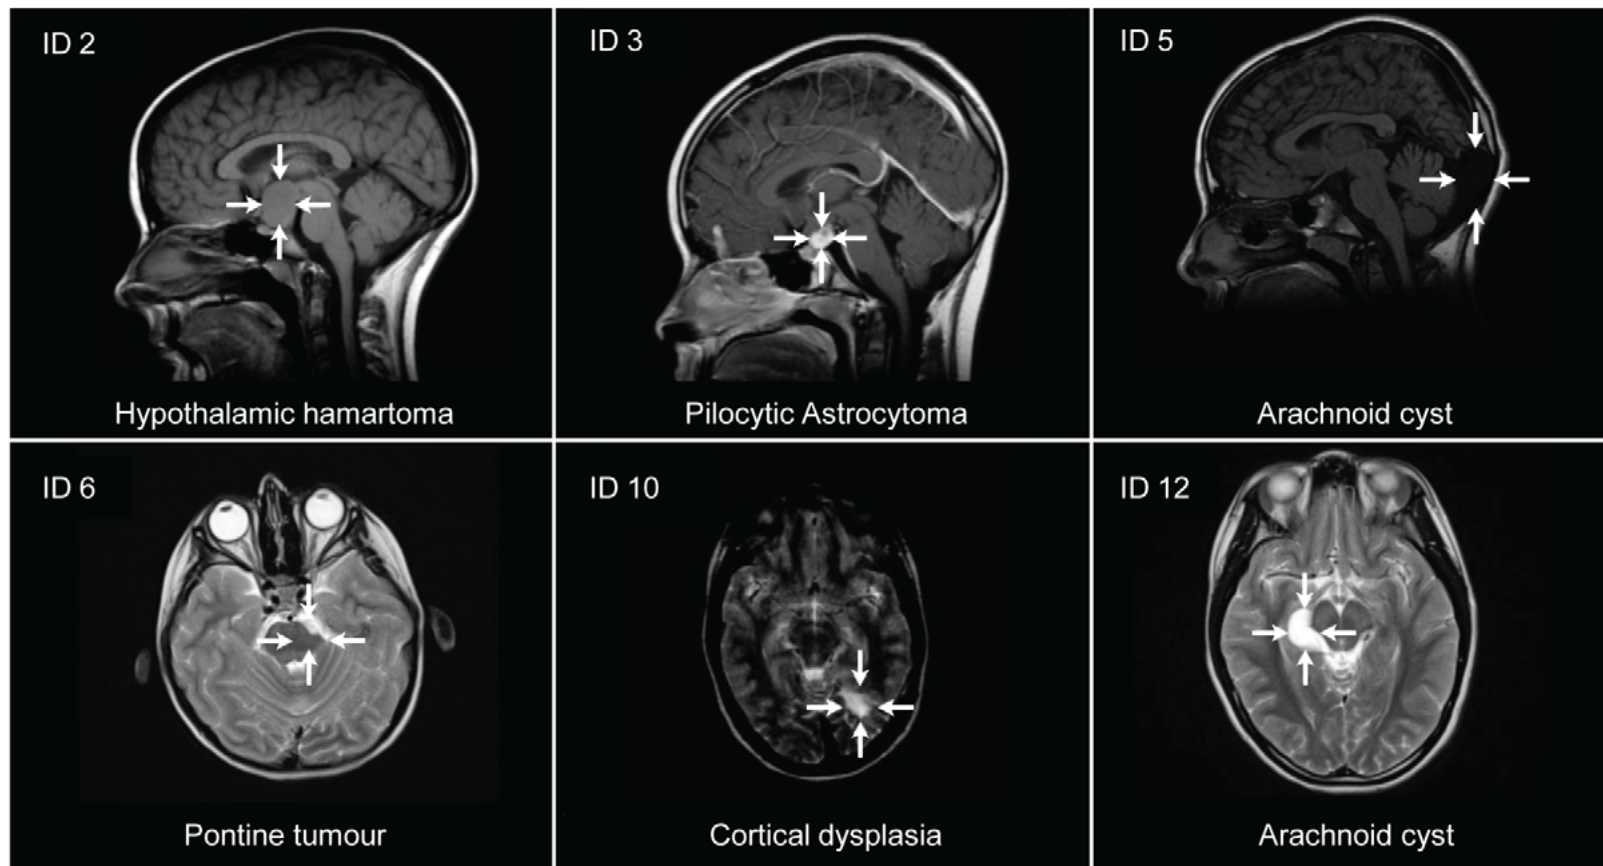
Brain MRI of newly diagnosed pathology. Pathological brain MRI scans from 6 representative girls with precocious puberty and no other CNS symptoms. ID indicating their identification number (see Table 2).
